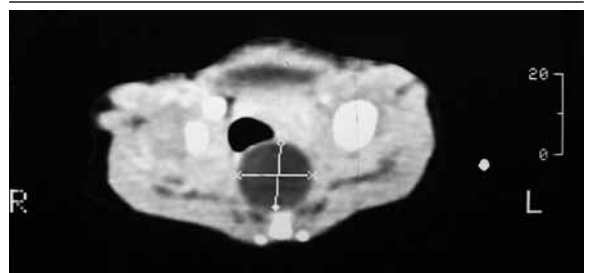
TAC abdominal con una imagen quística presacra
